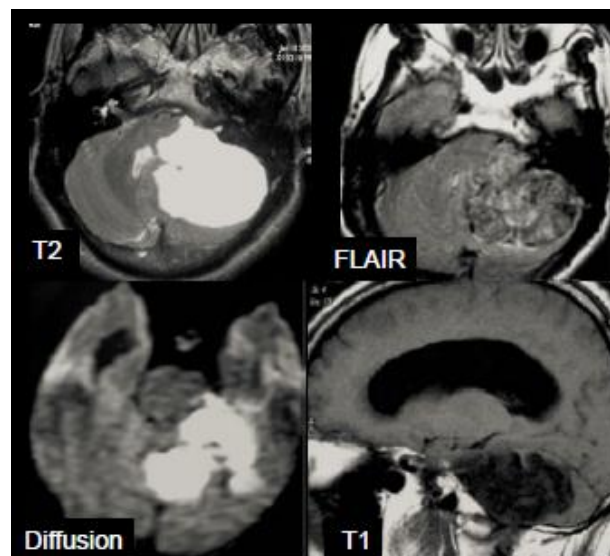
IRM d'un kyste épidermoïde de l'APC
